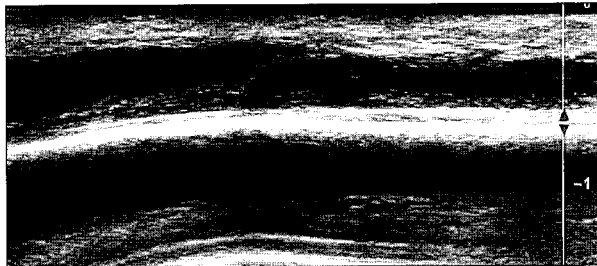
Ultrasonogram shows normal appearing artery at the site of previous trauma.
